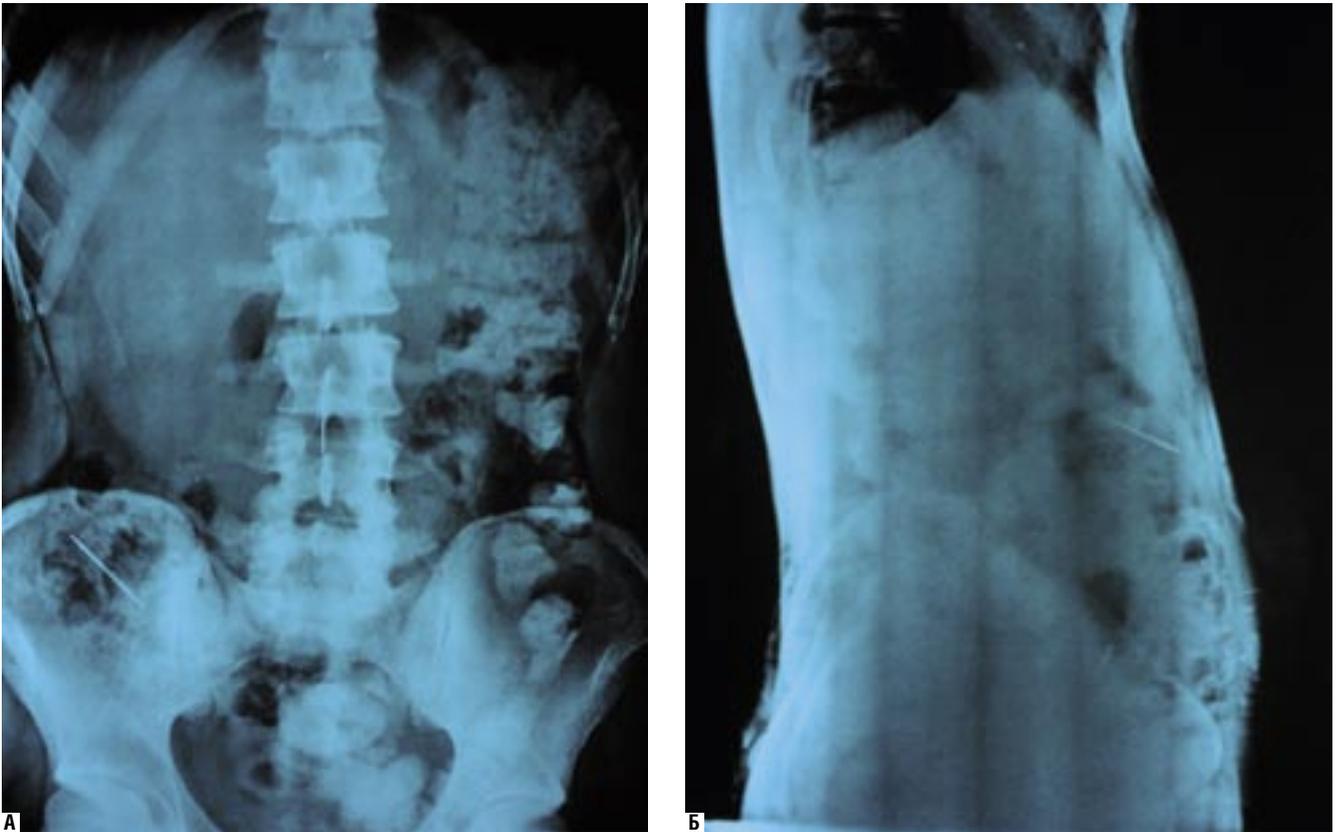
А – обзорная рентгенограмма органов брюшной полости больного. Б – обзорная рентгенограмма органов брюшной полости больного К. (боковая проекция, объяснения в тексте)
